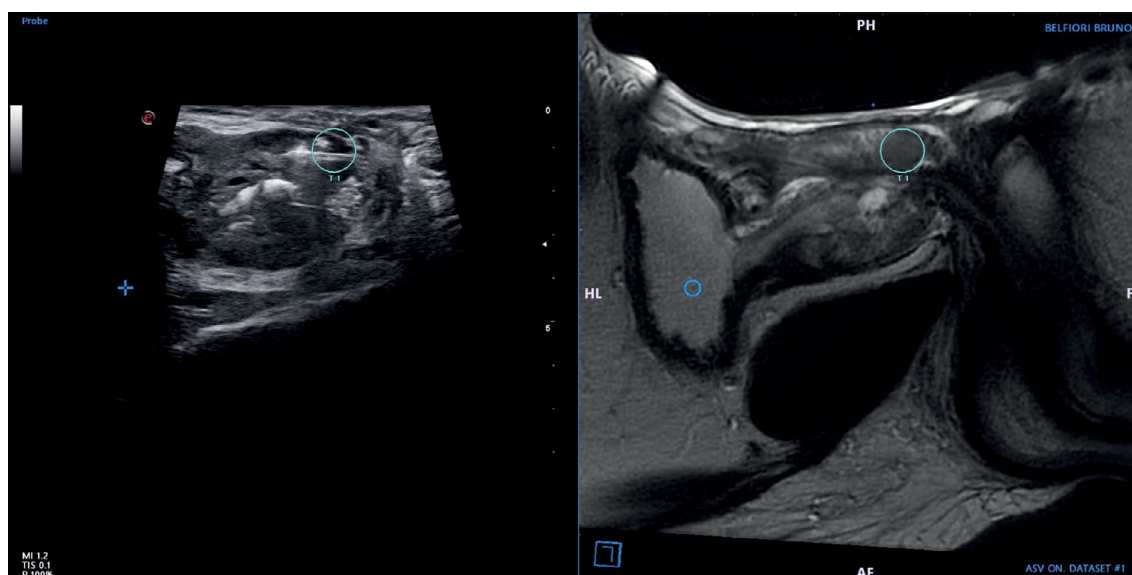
Фьюжн-биопсия простаты в сочетании с магнитно-резонансной томографией и трансректальным ультразвуковым исследованием. Простата и очаги поражения, выявленные на изображениях (в данном случае на T2-взвешенных изображениях), сегментируются. Во время процедуры выполнено двухмерное трансректальное ультразвуковое исследование простаты. Изображения создаются в полуавтоматическом режиме, их можно совмещать и накладывать друг на друга. Объединив два изображения, уролог может определить локализацию поражения при биопсии с помощью ультразвукового наведения в режиме реального времени.
